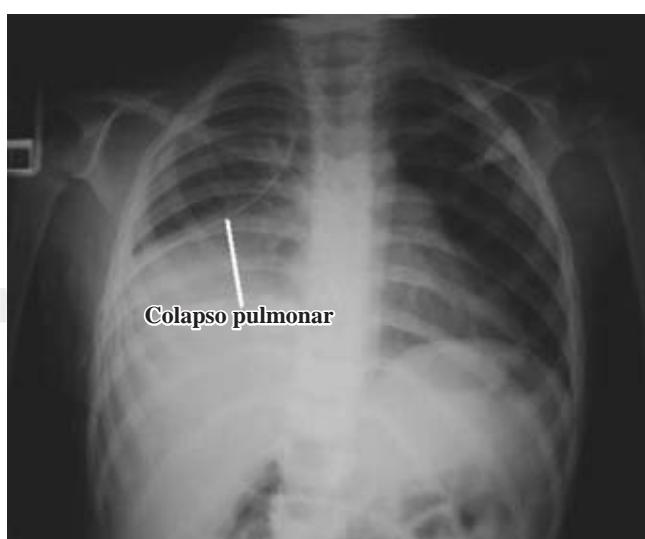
Telerradiografía de tórax donde se observa colapso pulmonar derecho.
